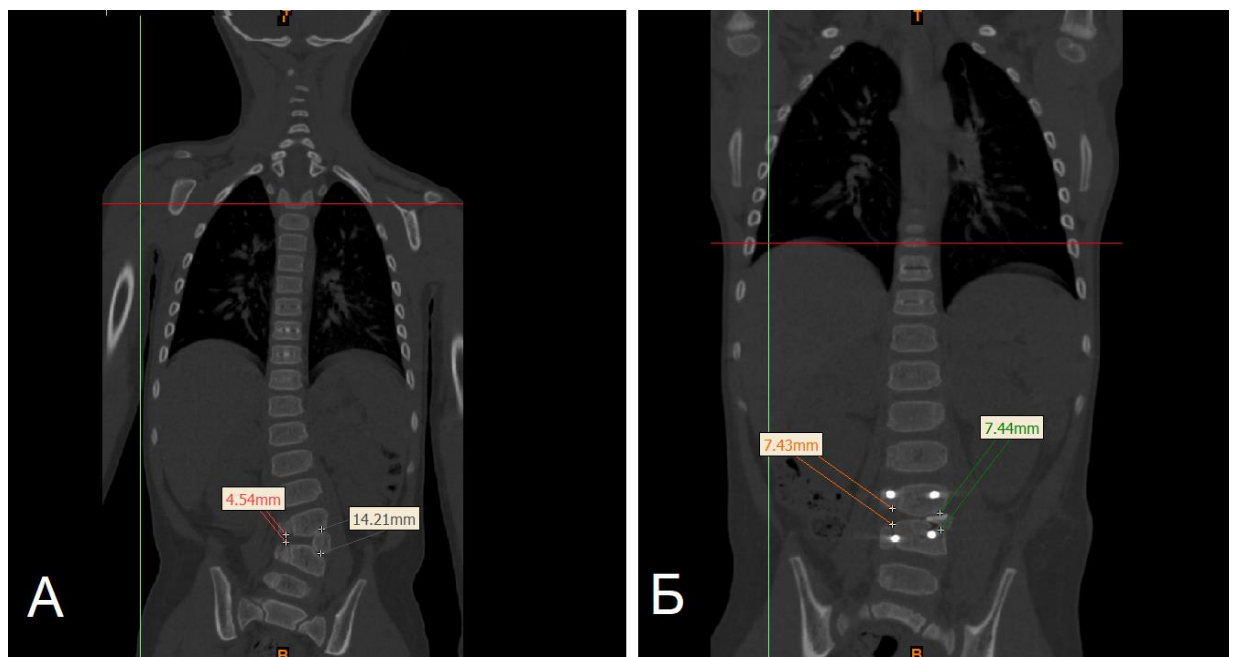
Интерфейсы программы *Mimics*. Снимки КТ пациента К. 3 лет:
